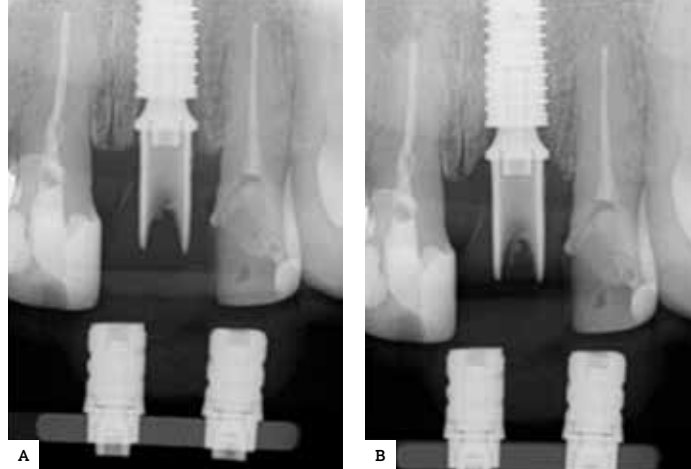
A) Radiografia inicial. B) Radiografia tirada no acompanhamento de 6 meses, onde nota-se a boa padronização da posição geométrica.
